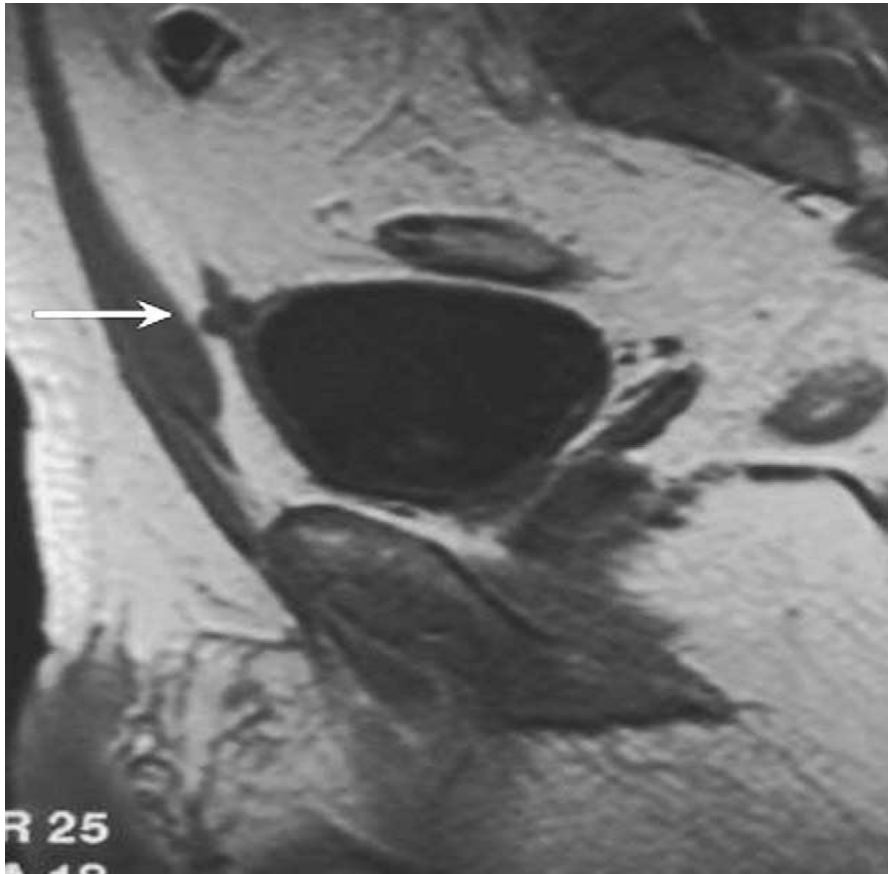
IRM : masse avec composante kystique au niveau de la jonction vessie-ouraue. [98]
